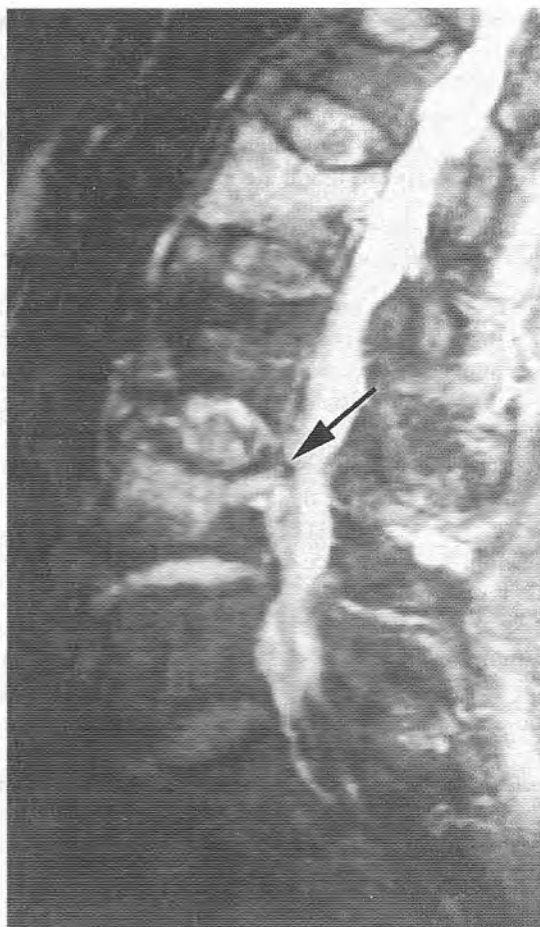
Fracturas por compresión. (A) Radiografía simple lateral que muestra una fractura por compresión inespecífica de L5. RM sagital potenciada en T1 (B) y (página siguiente) potenciada en T2 del mismo paciente. (Continúa en la página 173).
